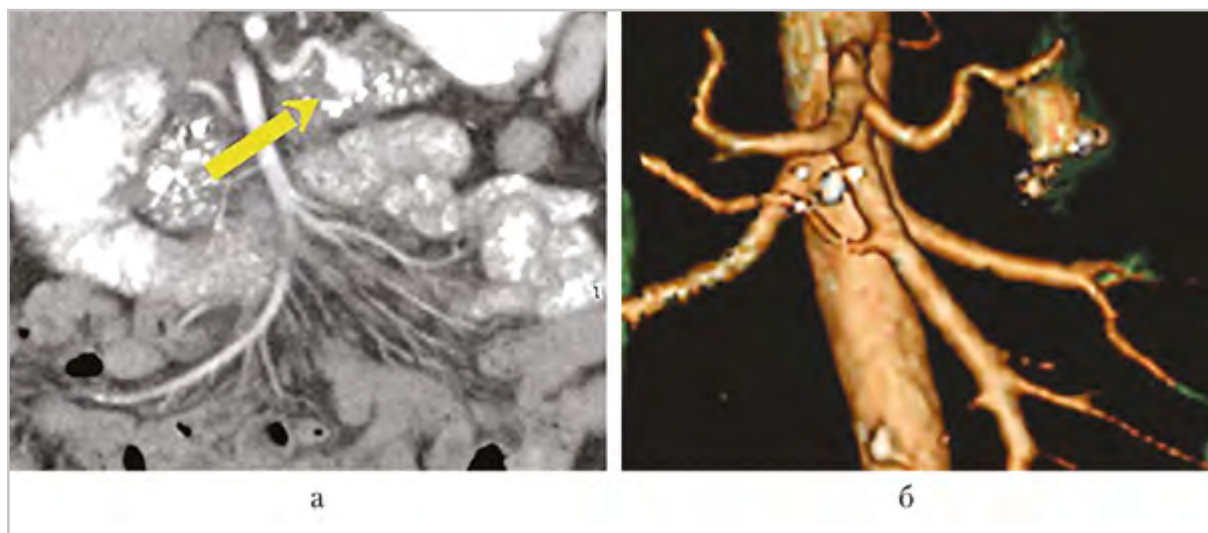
Фрагменты компьютерных томограмм брюшной полости (артериальная фаза: а — реконструкция во фронтальной плоскости; б — трехмерная реконструкция) — небольшая истинная мешотчатая АСА (стрелка) размером $16,5 \times 18,0 \times 17,5$ мм в проекции проксимальной трети тела поджелудочной железы, развившаяся на фоне кальцифицирующего панкреатита, атеросклероза аорты и ее ветвей; случайная находка
